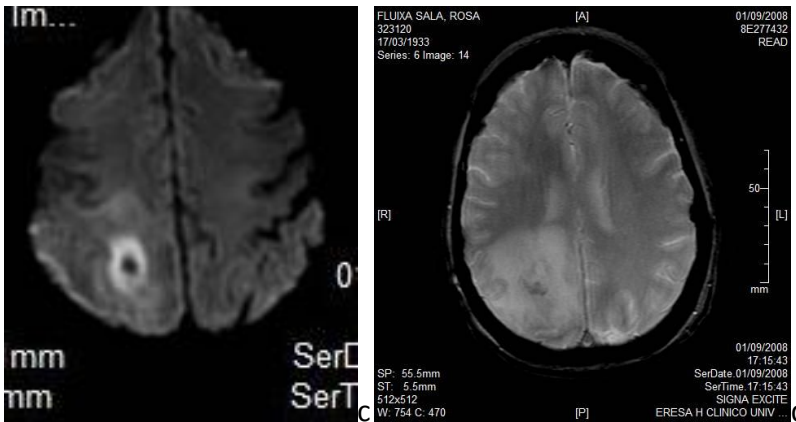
continuación. En imagen c, el nódulo presenta restricción de la difusión en la imagen Isotrópica de DWI, en d secuencia de gradiente se observa mínimo foco puntiforme de sangre intralesional.
